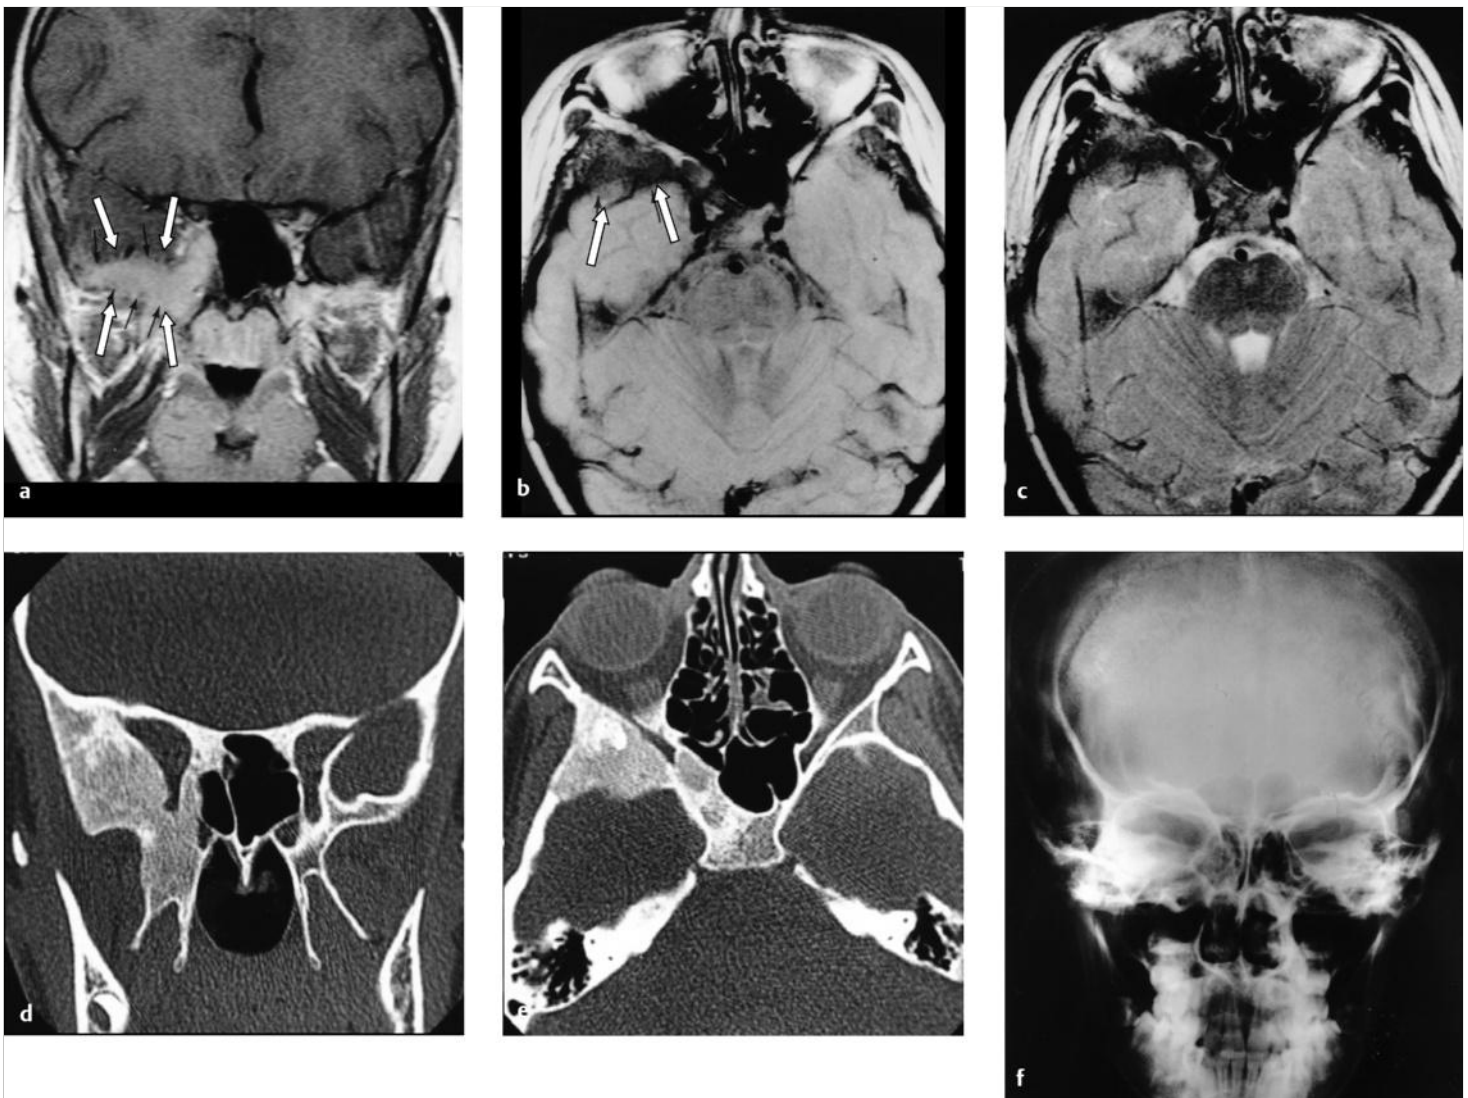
Fibröse Dysplasie des rechten Keilbeins. 11-jähriges Mädchen mit einem Rhabdomyosarkom der Wange und einem metastasenverdächtigen MRT-Befund im rechten Keilbein.
